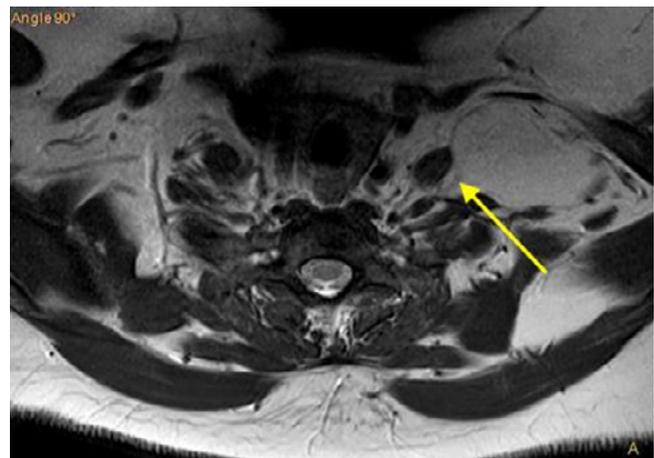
Resonancia magnética de masa supraclavicular izquierda en contacto con vasos subclavios, raíces y troncos del plexo braquial.
